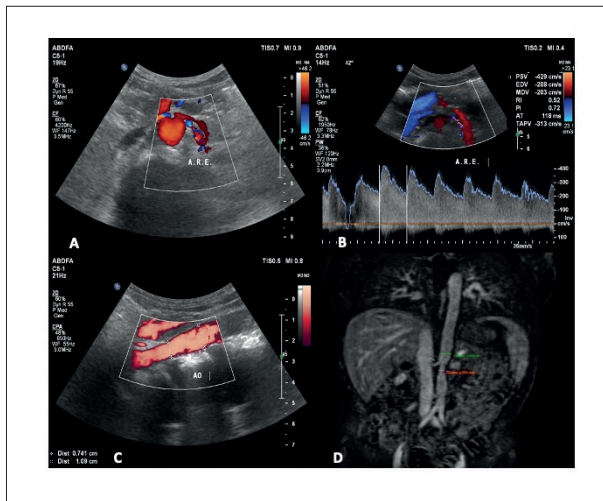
A) Mapeamento de fluxo em cores mostra a redução do lúmen no trajeto proximal da artéria renal com turbulência do fluxo; B) análise com Doppler espectral com VPS = 429cm/s e VDF = 208cm/s; C) medida do calibre da aorta abdominal no trajeto com estreitamento = 7,4mm, comparado ao trajeto mais distal = 10,9mm; D) angioressonância magnética da aorta abdominal evidenciando estreitamento da aorta no trajeto próximo à origem dos vasos mesentéricos.
